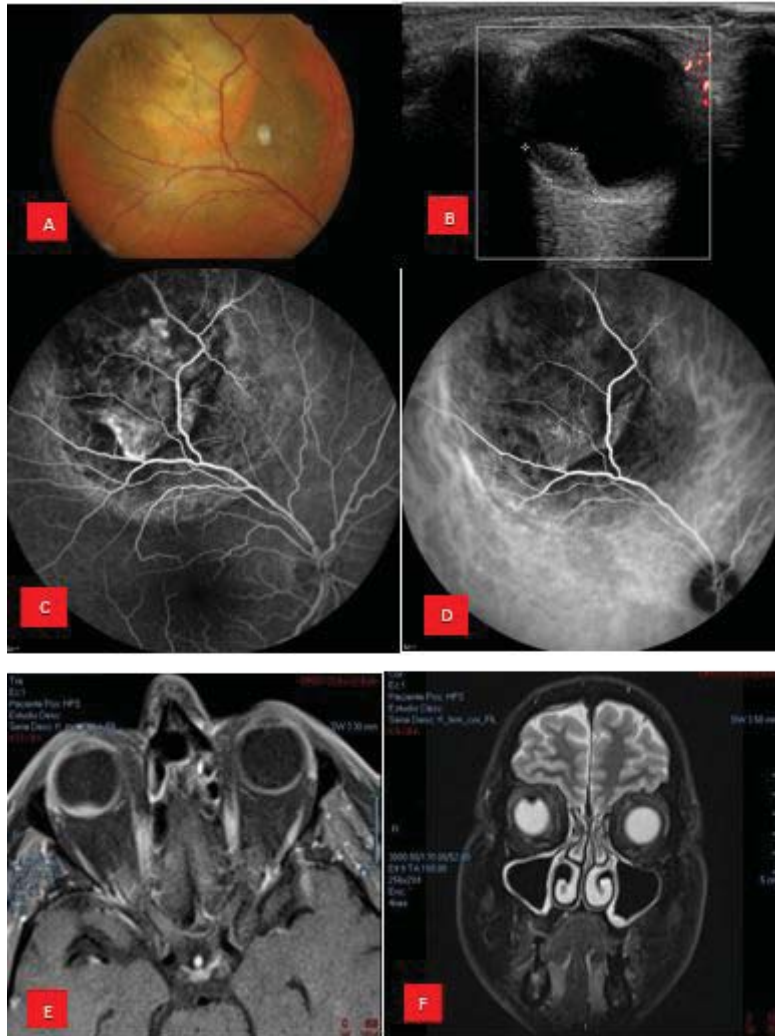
A: Lesión situada superior pigmentada con desprendimiento exudativo de retina asociado. B: Ecografía: lesión lenticular engrosando coroides C: Angiografía con fluoresceína muestra la lesión coroidea con su vascularización y alteración del epitelio pigmentario perilesional. D: Angiografía con verde de indocianina que muestra la vascularización del tumor. E: RMN lesión hiperintensa en pt1. F: Lesión muy hipointensa en pt2.
